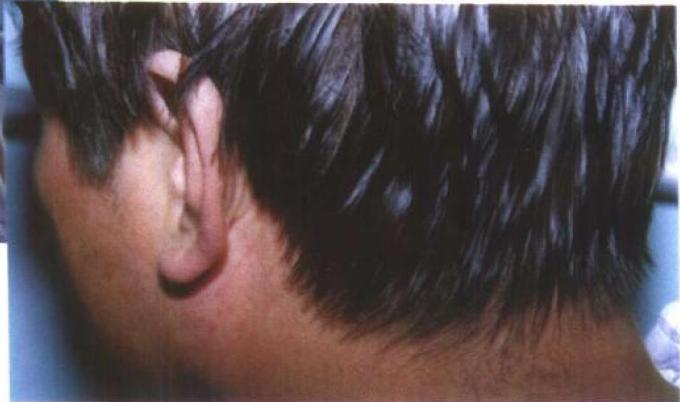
男性，36岁，发现HIV阳性3年。近1年来，高热、咳嗽、气喘、紫绀，胸部X线检查怀疑卡氏肺囊虫肺炎(PCP)。近2月出现脱发、皮屑、油脂增加、瘙痒。有足癣(图127)。 $T_4\text{CC}$: $55/\text{mm}^3$ 。图示：耳后、后枕部脂溢性皮炎，头发开始脱落。
